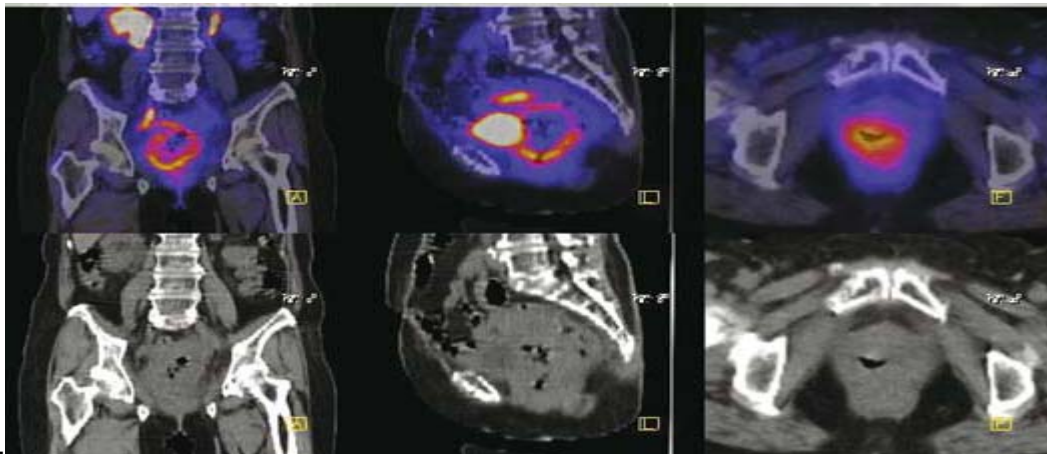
PET scan montrant une récurrence pelvienne (zone d'hyperfixation) chez une patiente traitée 2ans auparavant pour un carcinome épidermoïde du col [78]
